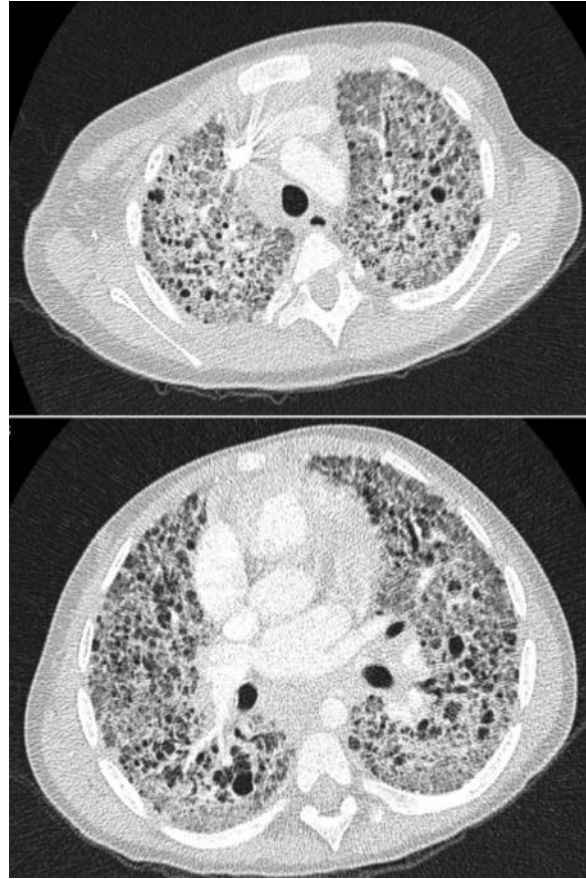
TDM haute résolution chez un enfant de 3 ans avec mutation du gène SFTPC : Aspect en verre dépoli diffus [25].
